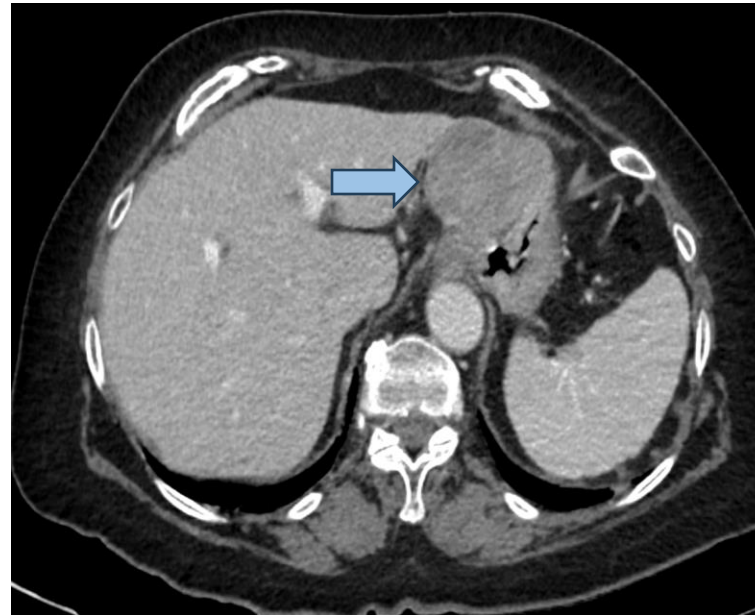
TC de abdomen axial: Marcado engrosamiento de aspecto neoplásico (flecha azul) de unos 17 mm de la región antropilórica, con adenopatías sospechosas adyacentes.
